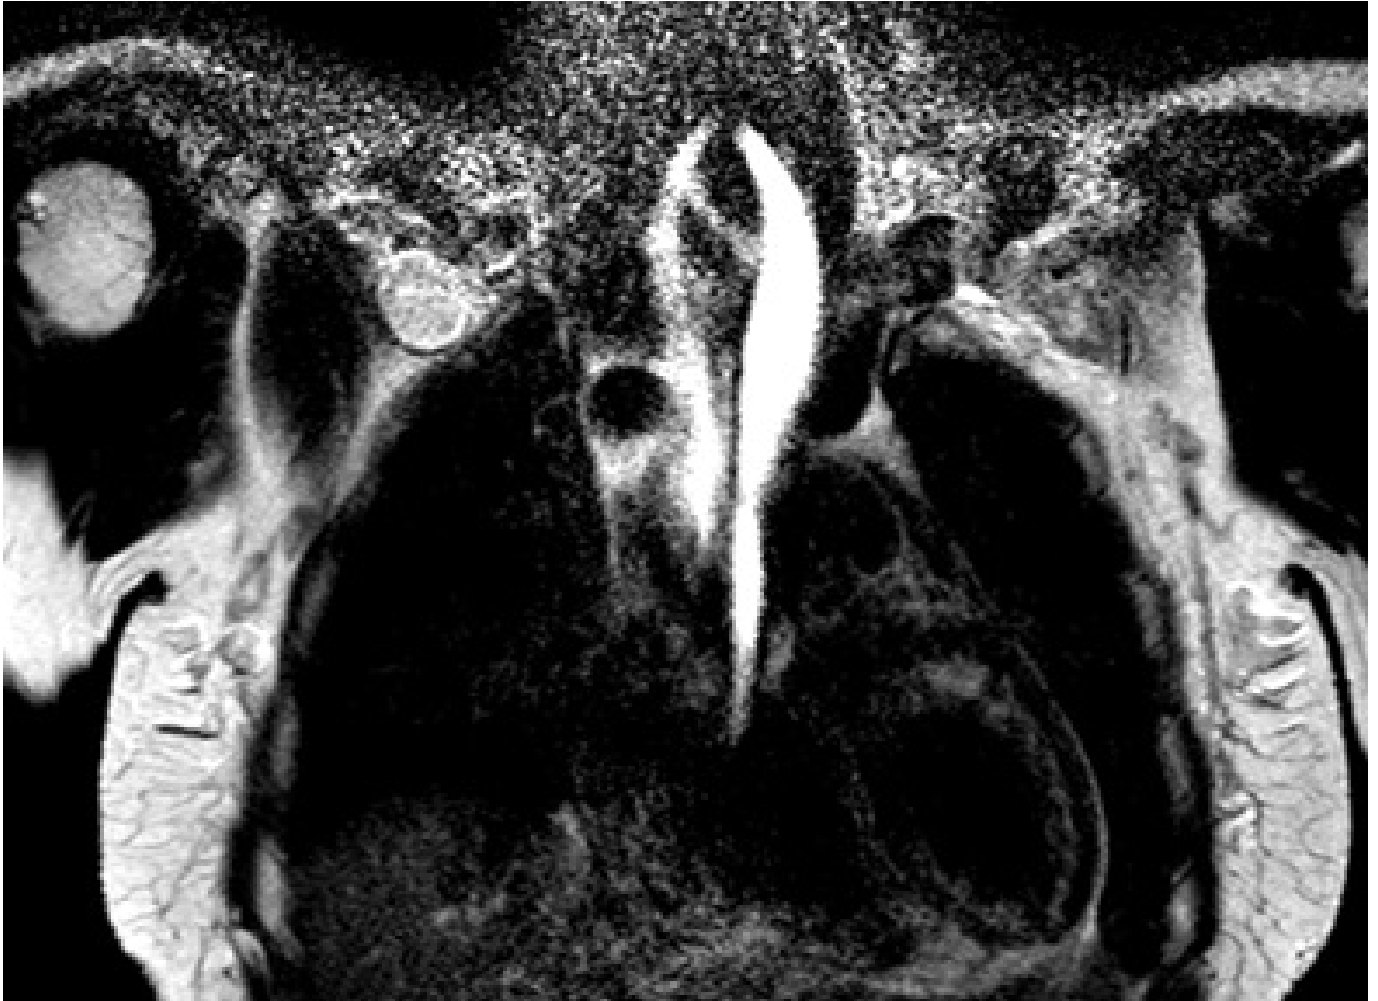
(A) RMM coronal T2: evidenciando nódulo oval e circunscrito no nível axilar 3 apresentando alto sinal discretamente heterogêneo. (B) RM sagital T2 fat sat: além do nódulo axilar observa-se implante mamário de silicone retro glandular e aumento difuso do sinal do parênquima mamário compatível com alteração lactacional. (C) RM com ponderação em difusão ( $b=800$ ) mostrando alto sinal secundário à restrição (D) RM axial T1 fat sat pós contraste dinâmico 1° min com realce homogêneo do nódulo axilar.
